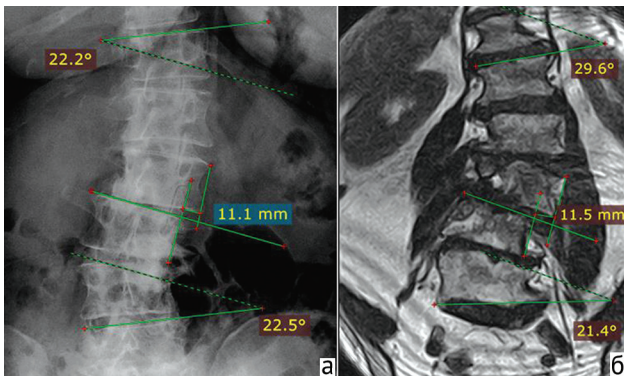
Рентгенограмма поясничного отдела позвоночника в прямой проекции (а); МР-томограмма (Т2-ВИ) поясничного отдела позвоночника во фронтальной плоскости (б) в вертикальном положении. Отмечается разница в величинах углов сколиотической деформации
